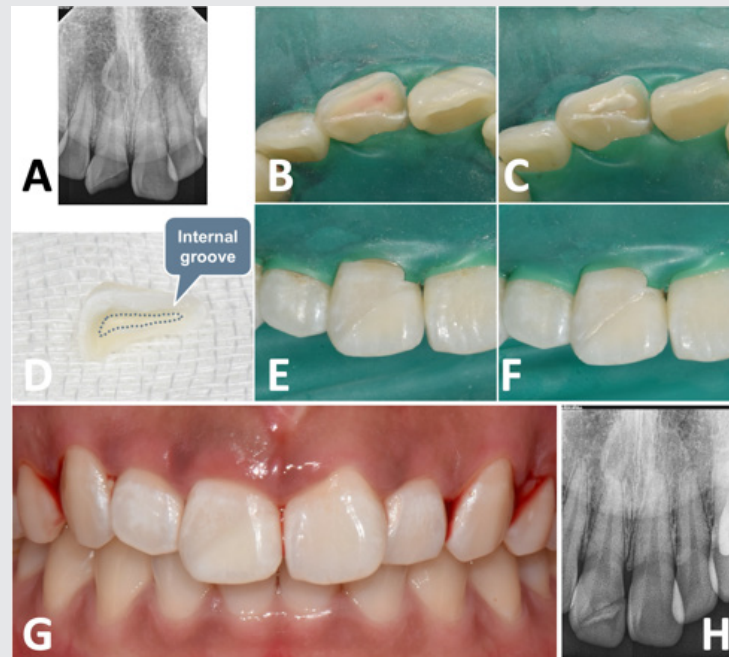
파절된 치아의 수복과정 및 결과. 구내 방사선 사진에서 치근단병소가 없음을 확인(A) 후 러버댐을 장착하였다(B); TheraCal LC로 부분치수절단술을 시행하였다(C); 파절편 내면에 internal groove를 부여하였다(D); 파절편 부착(E) 후 파절선의 자연스러운 이행을 위해 파절선을 따라 preparation 시행하였다(F); 파절선을 따라 삭제된 공간을 복합레진으로 추가수복 하였다(F); 마무리 및 연마 후 임상사진(G) 및 구내방사선 사진(H).
